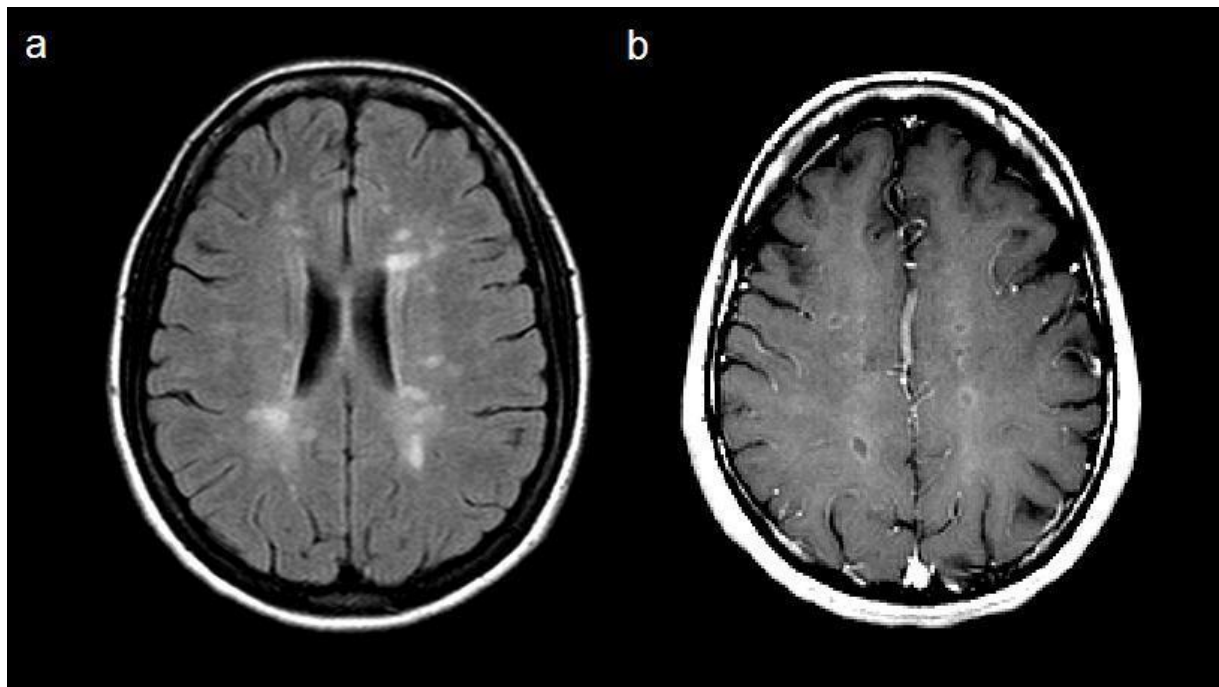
(a) IRM cérébrale en T2 (b) Lésions T1 prenant le gadolinium (Buzzard et al ., 2012)
